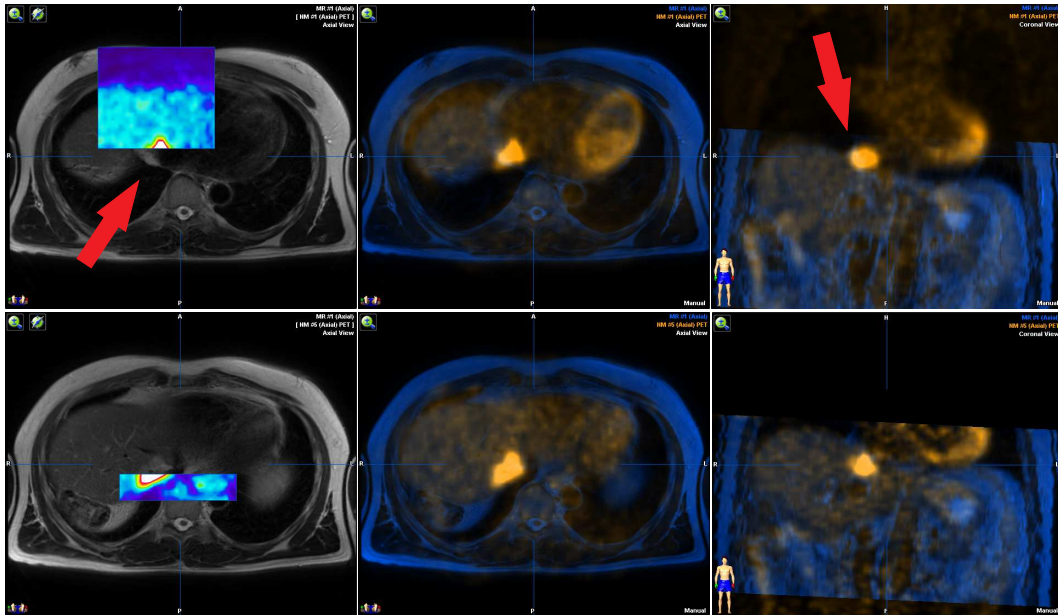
Beispiel eines Patienten bei dem mit den nicht atmungsgetriggerten PET Bildern eine sehr schlechte Koregistrierung erzielt wurde (obere Reihe): Es wird deutlich, dass die Lebermetastase (roter Pfeil) in den MR Bildern in der Lunge liegt. In der unteren Reihe wird dieselbe Metastase bei der Koregistrierung mit einem atmungsgetriggerten PET Bild gezeigt. Neben der Lokalisierung der Metastase in der Leber zeigt sich auch eine bessere Übereinstimmung der Lebergrenzen selbst.
